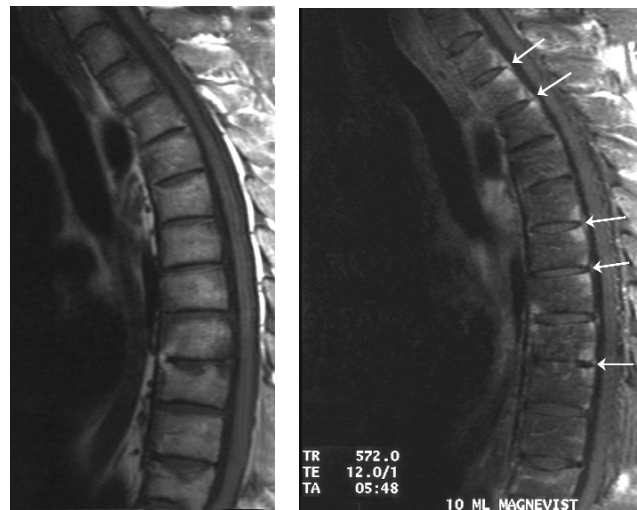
Magnetresonanztomographie eines 40jährigen HLA B27-positiven Patienten mit ankylosierender Spondylitis, Krankheitsdauer 12 Jahre. Links T1-gewichtetes Bild, in dem man vor allem die knöchernen Veränderungen in Form von Erosionen und Syndesmophyten sieht. Rechts nach Gabe des Kontrastmittels Gadolinium-DTPA deutliche Anreicherung (weiße spots) in den spondylitischen Arealen in der Brustwirbelsäule (Prof.Golder, UKBF Radiologie, Berlin).
